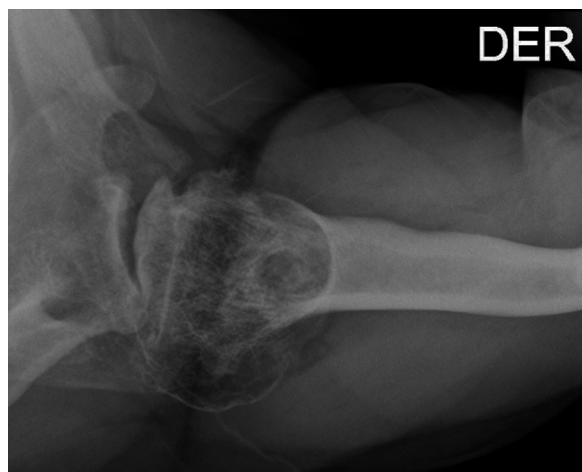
Radiografía del hombro derecho, proyección axilar. Se aprecia colapso articular de la cabeza humeral, incongruencia articular, importantes cambios degenerativos, artrosis de la fosa glenoidea y subluxación posterior de la cabeza humeral.
